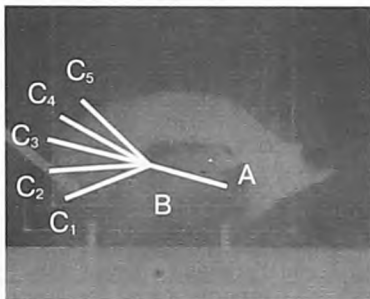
Вентрикулограмма, выполненная с позитивным рентгено-контрастным веществом
